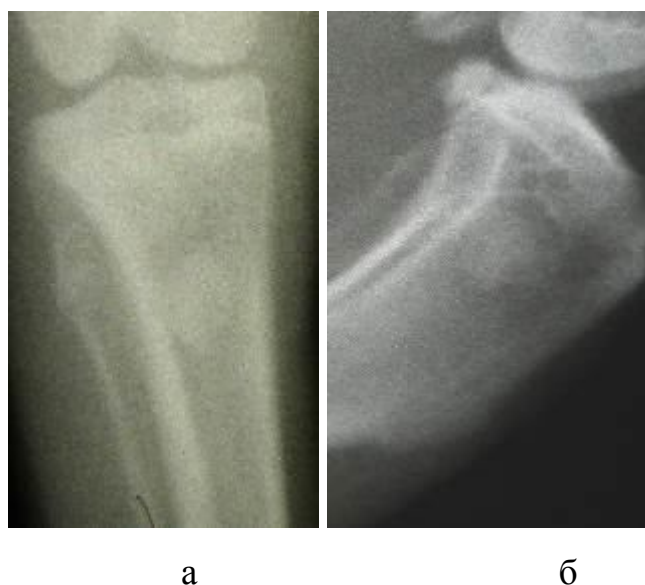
Рентгенограммы на 45-е сутки после укладки цемента в дефект:
